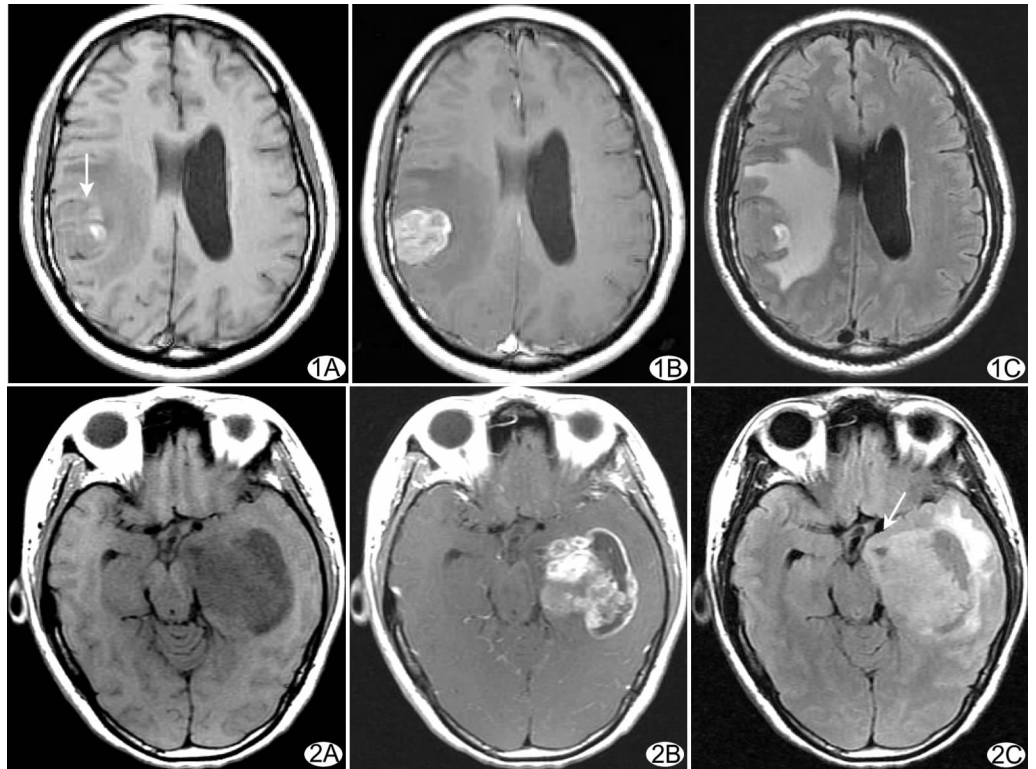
右侧顶叶肺癌转移灶 T1WI(A)示边界征阳性(箭),T1WI 增强前、后(A、B)与 T2 FLAIR(C)对比显示皮质征阴性 图2 左侧额叶间变性星形细胞瘤,T1WI(A)显示边界征阴性,T1WI 增强前、后(A、B)与 T2 FLAIR(C)对比显示皮质征阳性(箭)
